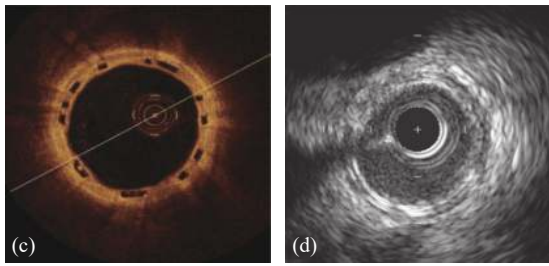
(a) 在右侧冠状动脉内植入支架的血管造影图。(b) 在右侧冠状动脉内植入的支架起作用后的血管造影图。(c) 植入支架的血管的断面 OCT 照片, 由于聚合物支架不反射光, 因此呈现为清晰的 (黑色) 菱形。(d) 植入支架的血管内超声照片, 支架呈现为沿动脉壁周向分布的亮斑<sup>[98]</sup>。
